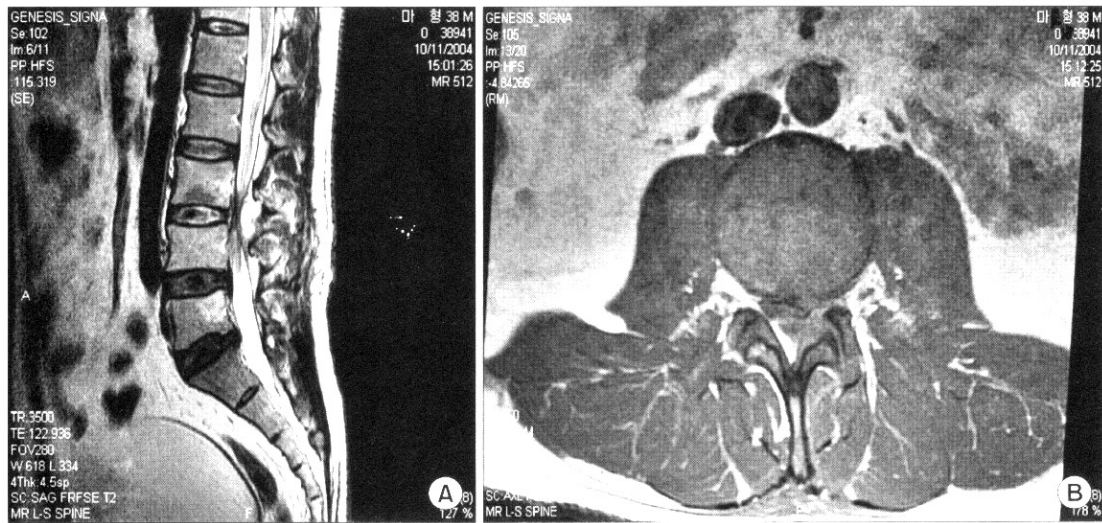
(A) Postoperative lumbosacral spine MRI sagittal section. (B) Postoperative MRI transverse section between L3-4 level. Postoperative lumbosacral spine MRI shows that enhancing lesion of encroaching left L3-4 level spinal canal, and of indenting thecal sac. There are obliteration of left side lateral recess and neural foramen. There are enhancing lesion in left back of L3-4 level that is thought by previous operation.
